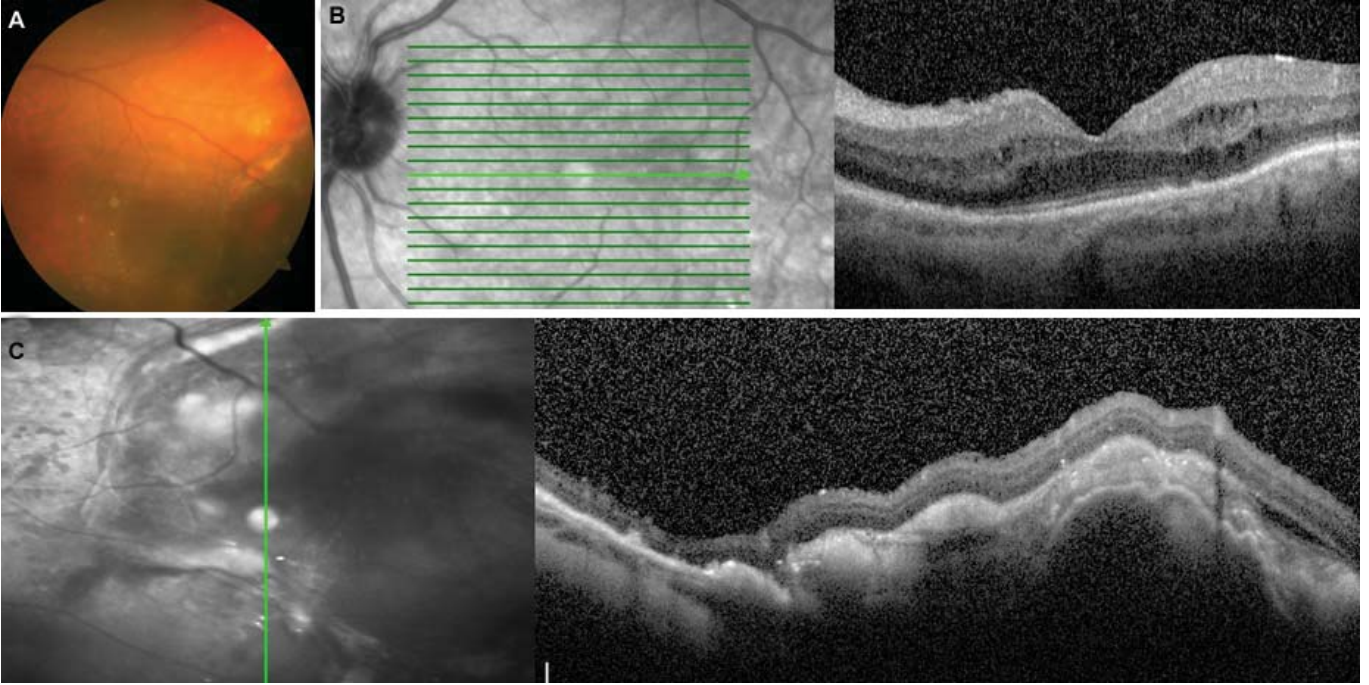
Sağ göz (A) renkli fundus fotoğrafı, (B) fluorescein anjiyografi ve (C) optik koherans tomografide drusenler görülmekte.
